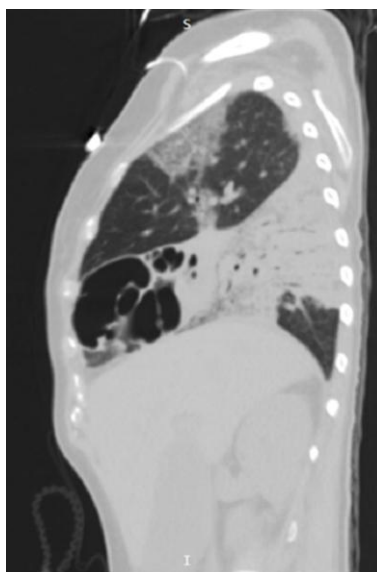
TAC de tórax sin contraste (plano sagital). Opacidades en vidrio esmerilado (OVE) con reticulación y engrosamiento peribroncovascular. Imágenes aéreas de paredes finas de aspecto bulloso/quístico en lóbulo medio. Menor compromiso del parénquima en región postero-inferior.
